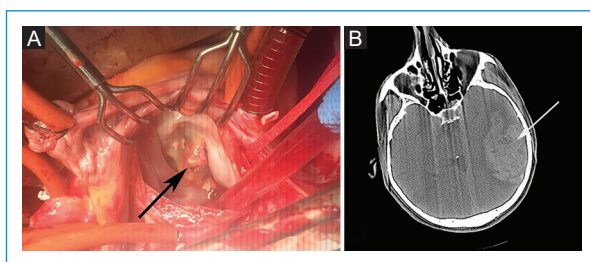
A: intraoperative image showing the vegetation (arrow). B: computed tomographic image showing intracerebral hemorrhage (arrow).
